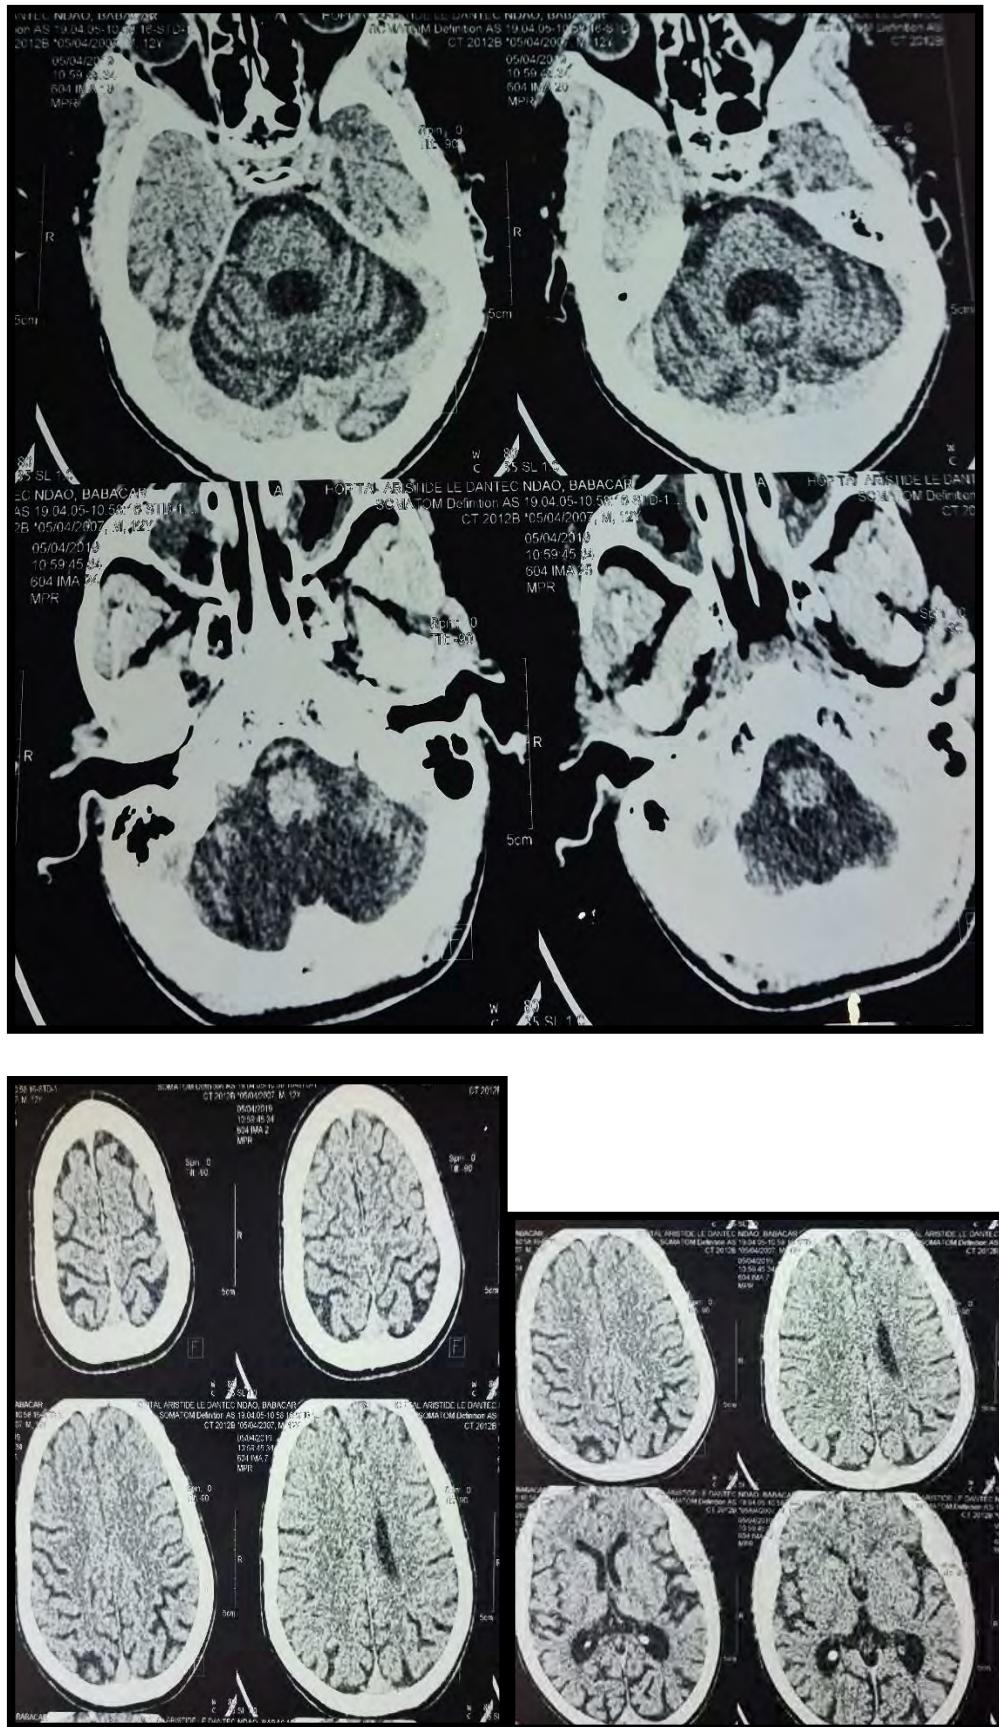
TDM cérébrale : atrophie cérébrale et cérébelleuse
